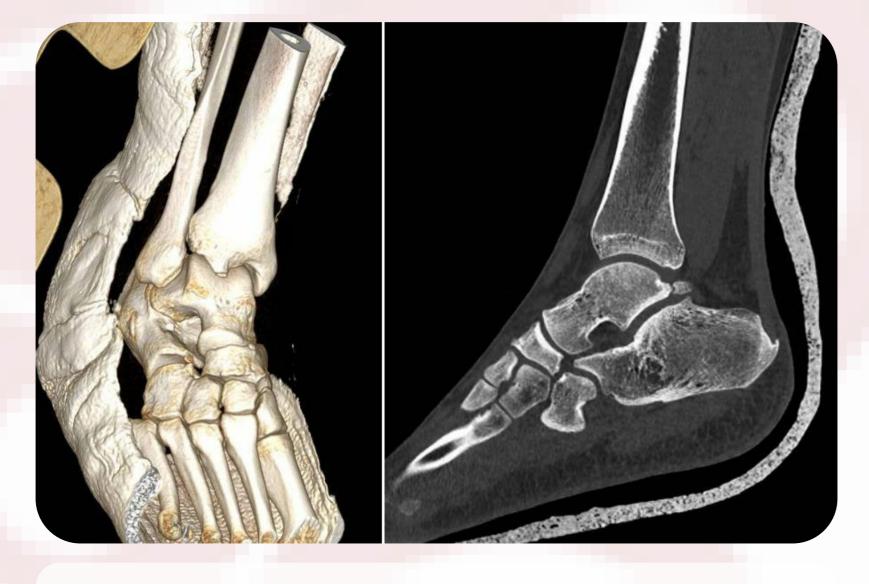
Tomografía de control postreducción.
